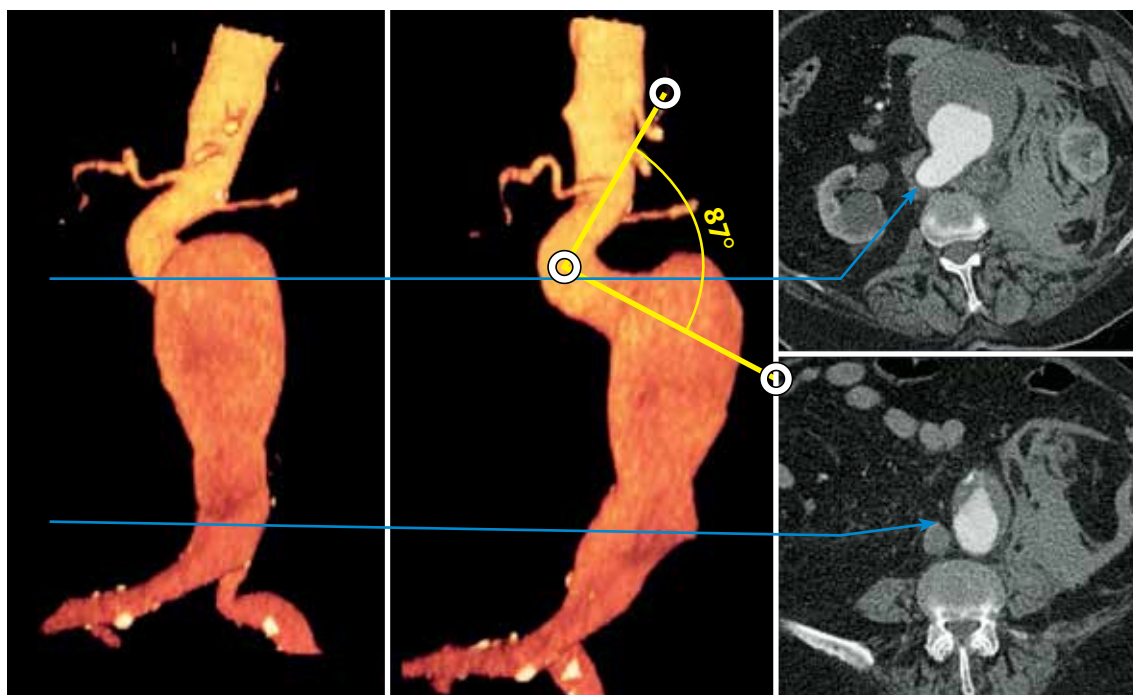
КТ-ангиография (слева 3D-реконструкция, справа топограмма) инфраренального отдела брюшной аорты. Синей линией указан уровень срезов. Желтыми линиями обозначен угол девиации аорты
